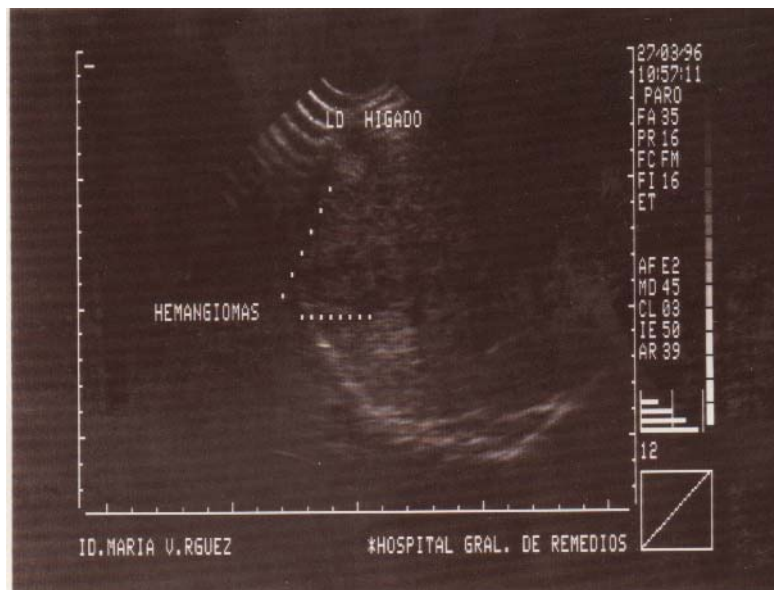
Ultrasonografía hepática. (Equipo Siemens Sonoline S1-250).
